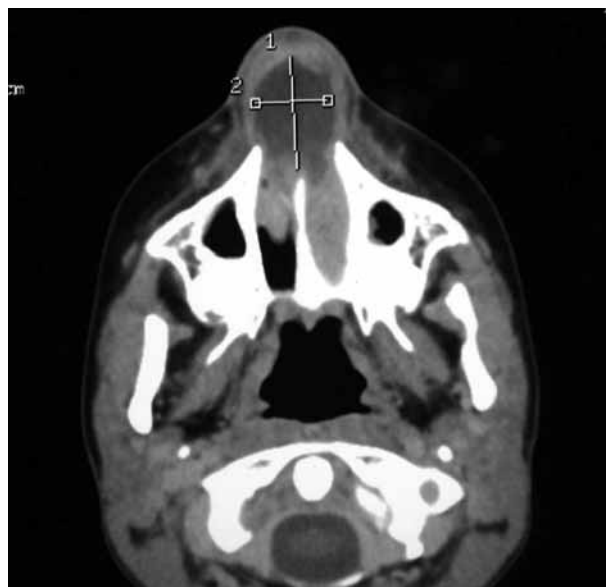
TC craneal que demuestra ocupación de la vía aérea nasal por absceso en el septo nasal.
